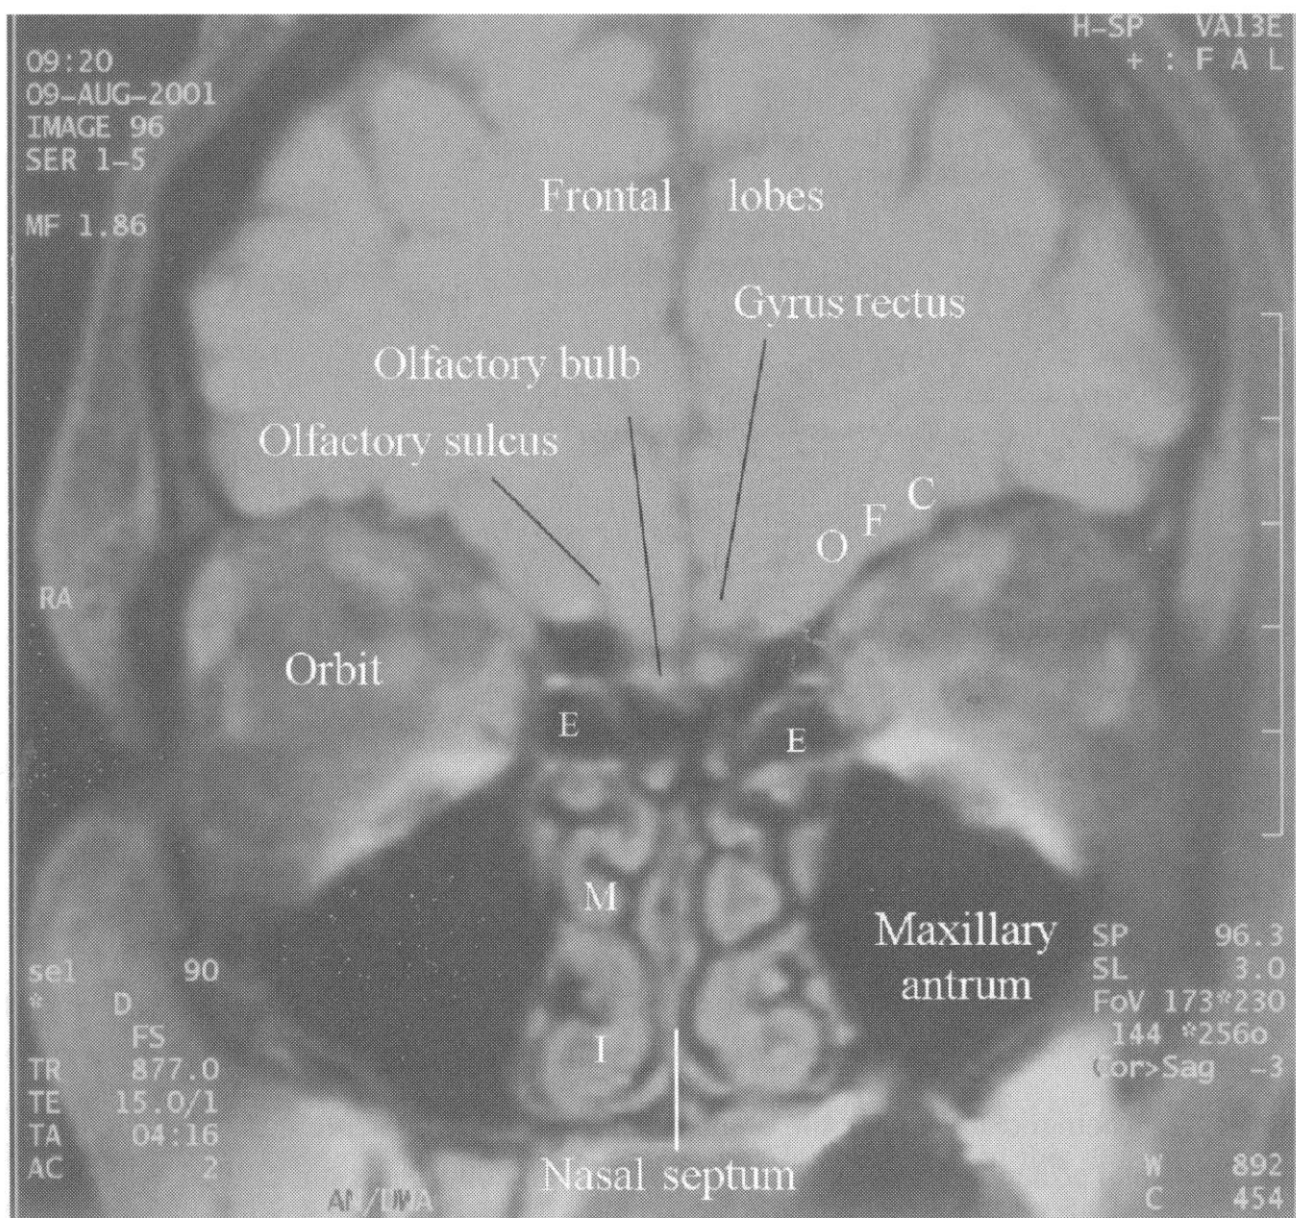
Центральные обонятельные структуры (МРТ, фронтальный срез)
